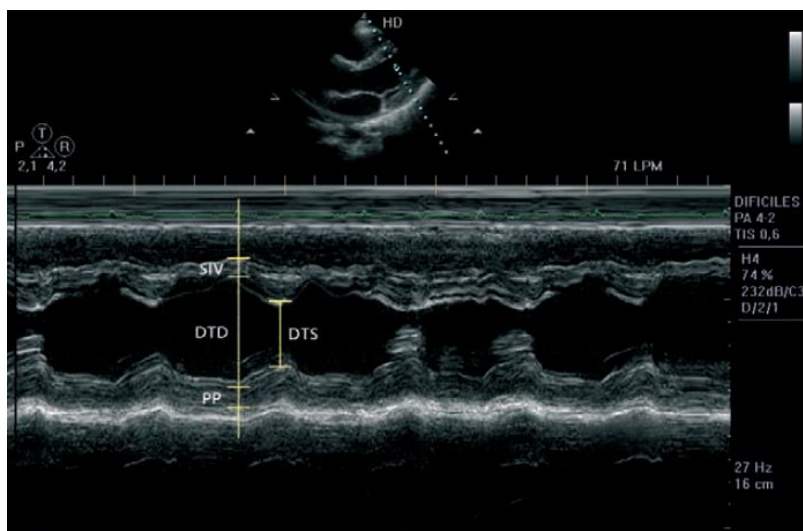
Ecocardiografía en modo M paraesternal. Espesores y diámetros ventriculares izquierdos. SIV: septo interventricular. PP: pared posterior. DTD: diámetro telediastólico. DTS: diámetro telesistólico. De: García JA (205)
